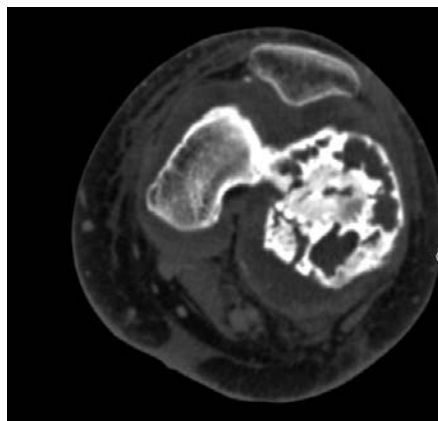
TDM C+ en coupe axiale :une importante infiltration des parties molles péri articulaire avec épanchement articulaire de moyenne abondance, Déficit d'opacification de portion sous articulaire de la veine poplitée gauche.
